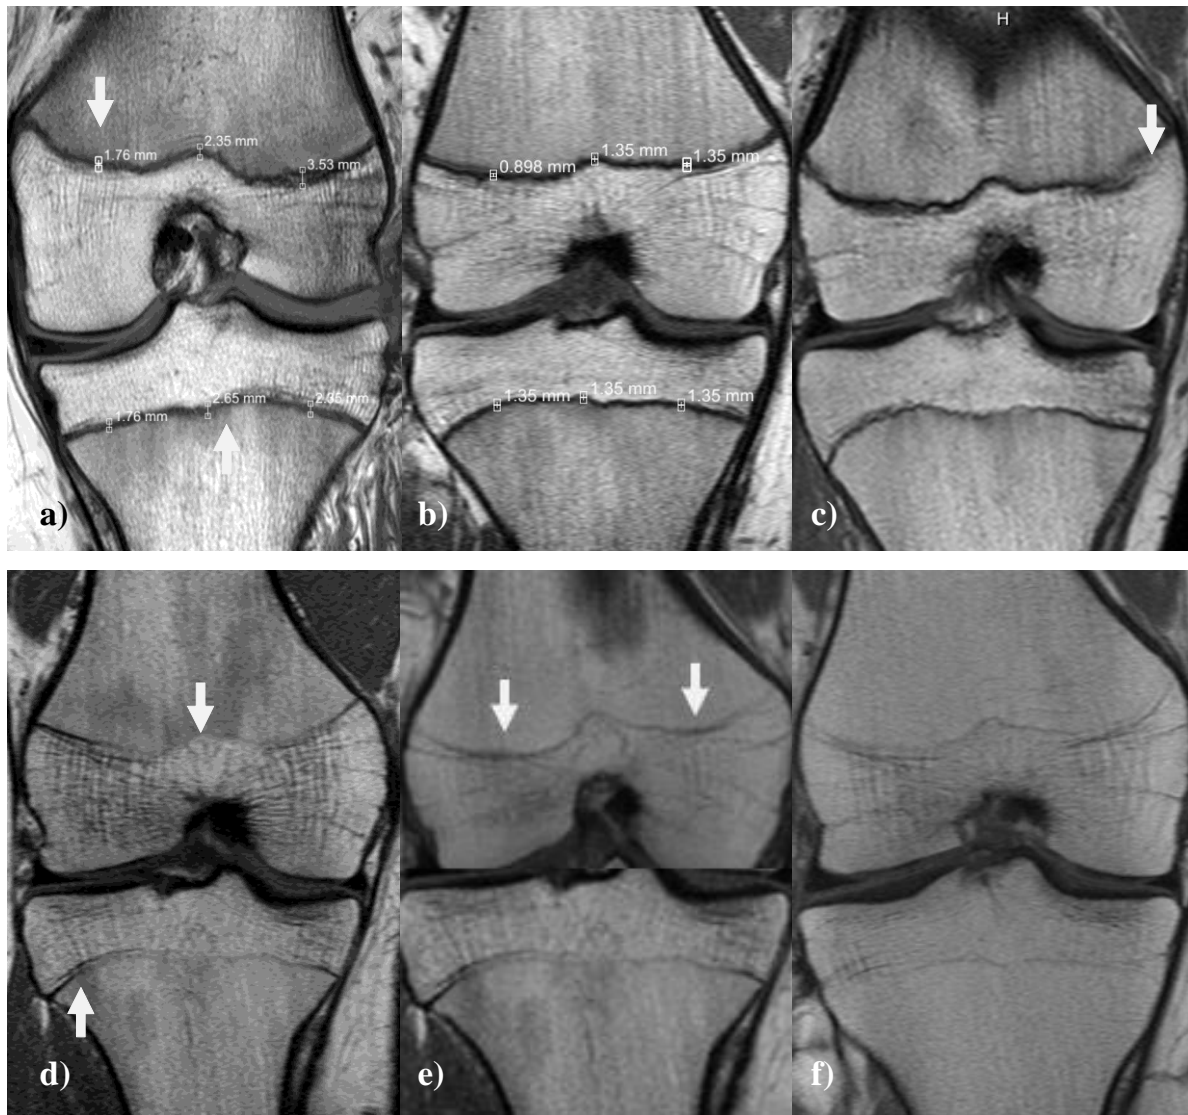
MRT, cor, T₁-TSE-Sequenz: Stadieneinteilung nach Epiguide.
